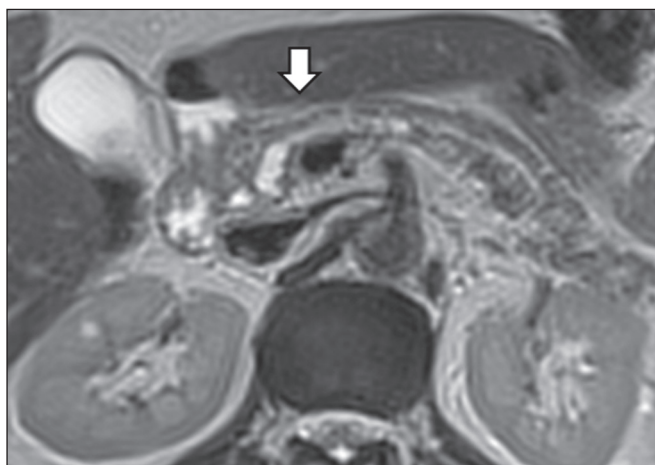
RM ponderada em T2 (A) e T1 com contraste (B) mostrando pequenas lesões císticas em contato com o ducto pancreático (setas), com aspecto de neoplasias intraductais produtoras de mucina.
